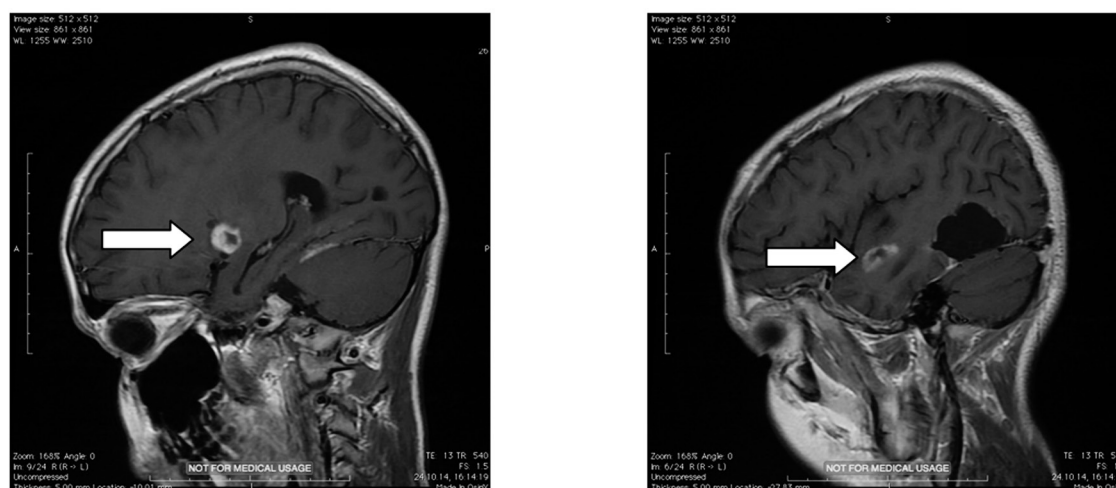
МРТ ЦНС через 2 недели после второй операции
